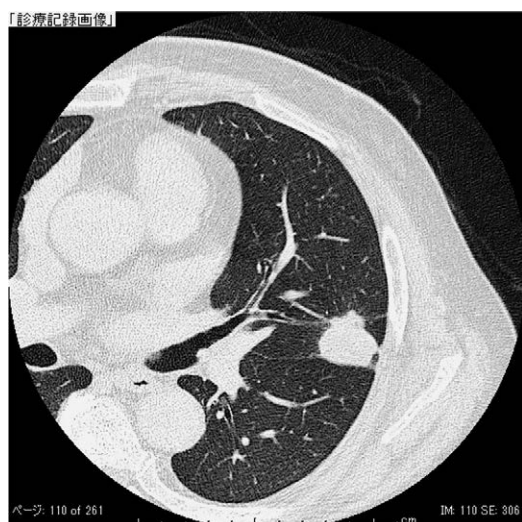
初診時胸部 CT 左肺 S4 に 2.1cm の不整腫瘍を認めた
